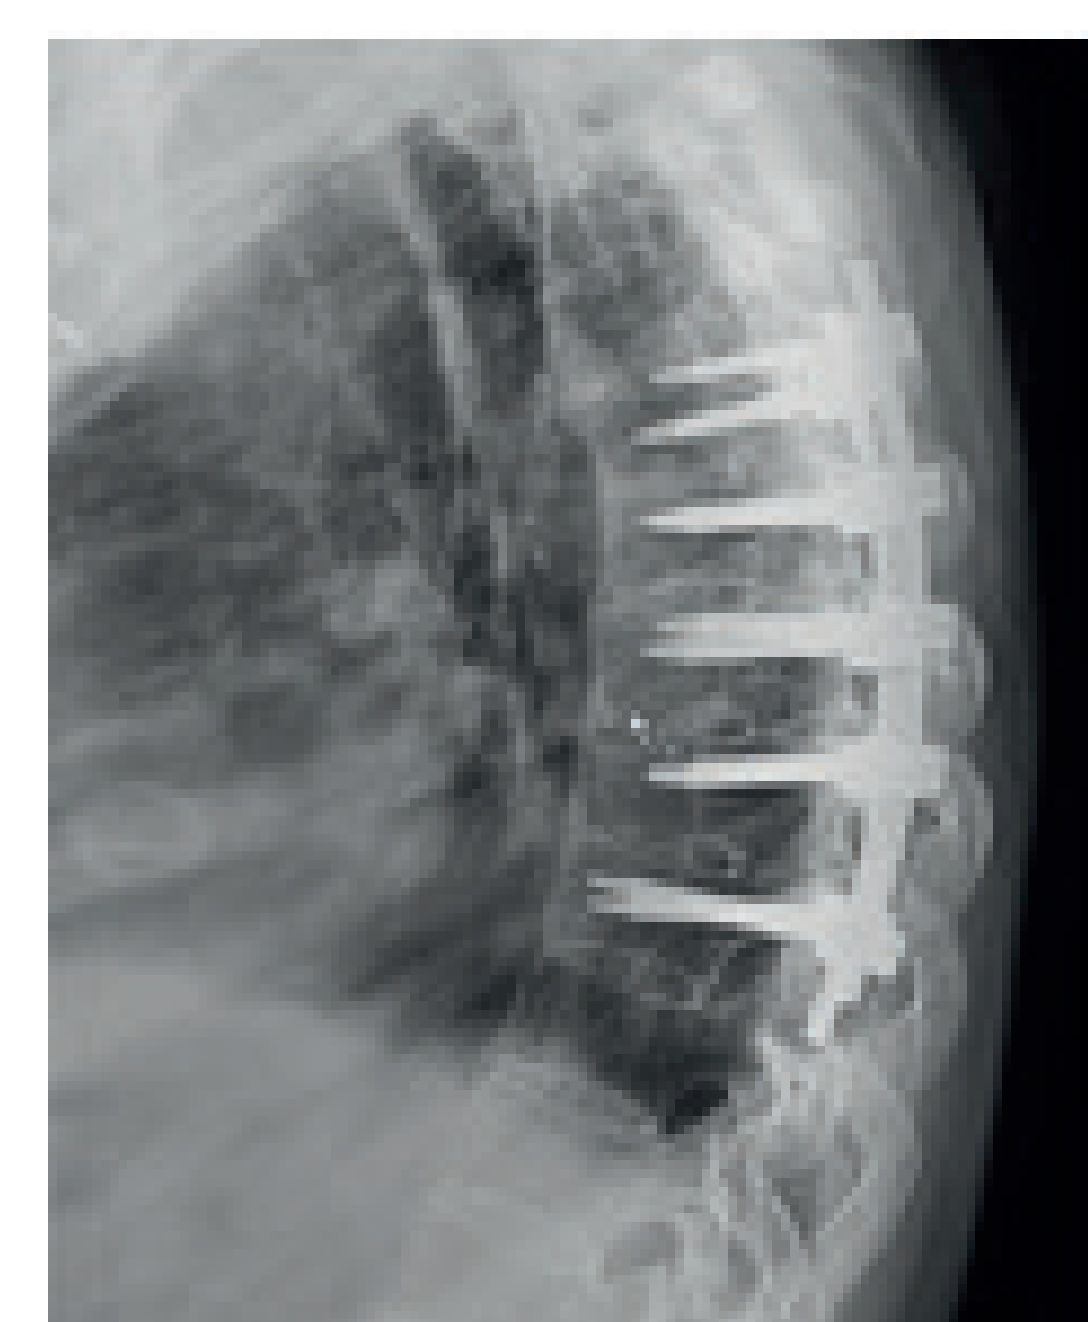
Radiografía dorsal lateral de control al año desde la cirugía de artrodesis.
